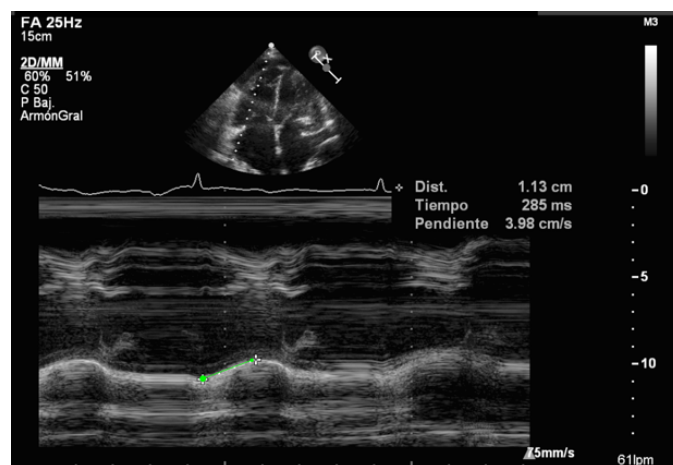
Función longitudinal reducida medida mediante el TAPSE en un TC reciente.
